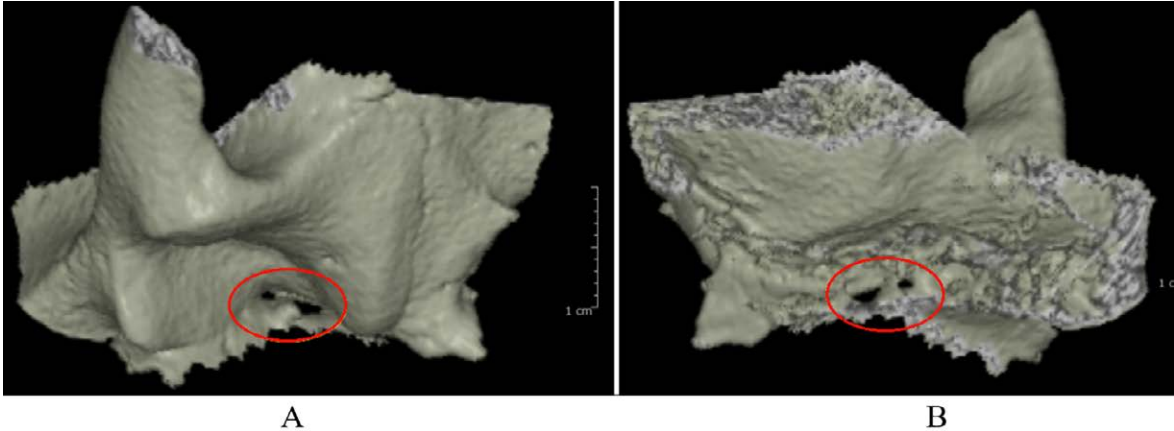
A: TC *cone beam* della parete posteriore della fossa mandibolare; nella sua porzione mediale il canale del Civinini. B: stesso volume anatomico della figura A visto posteriormente; si noti l'accesso del canale come fosse osservato dall'interno della cavità timpanica media. Reperto del Museo di Antropologia dell'Università di Firenze.
